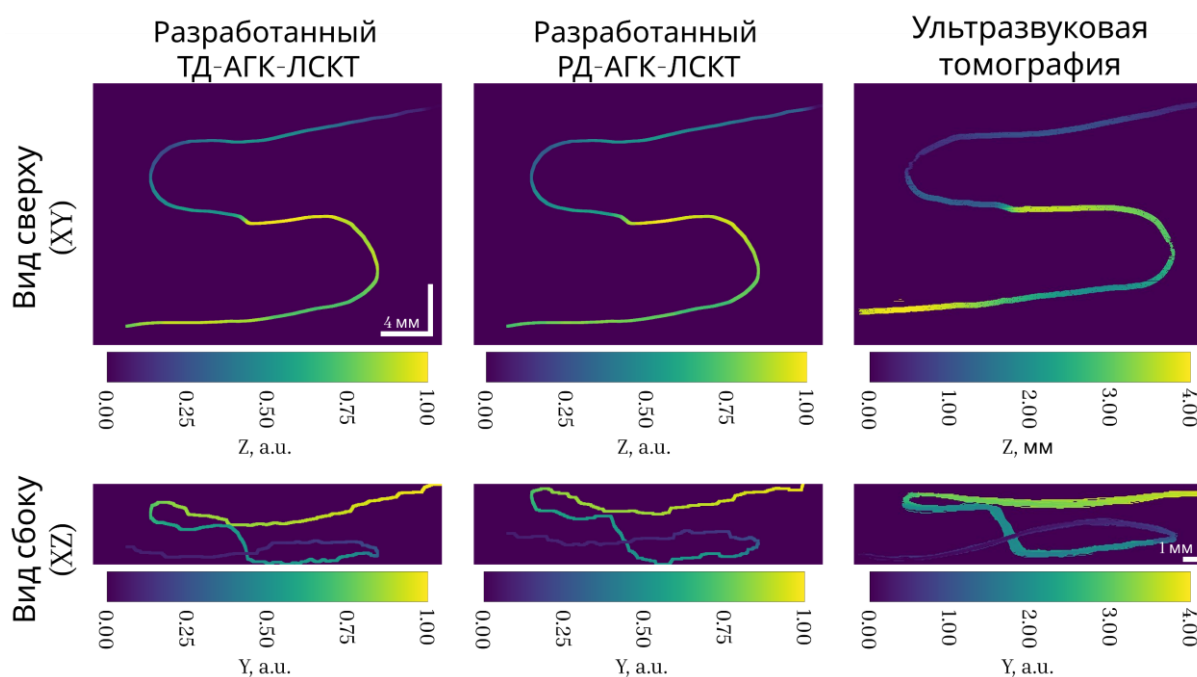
Пространственная реконструкция модели сосуда, полученная с помощью лазерной спекл-контрастной томографии с анализом главных компонент (АГК-ЛСКВ) в режимах ТД и РД, в сравнении с эталонным контуром, полученным с помощью ультразвуковой томографии (УЗТ). На левых панелях показаны проекции вида сверху ( $XY$ ) и вида сбоку ( $XZ$ ); цветовая шкала кодирует расстояние до сосуда от плоскости проекции.
